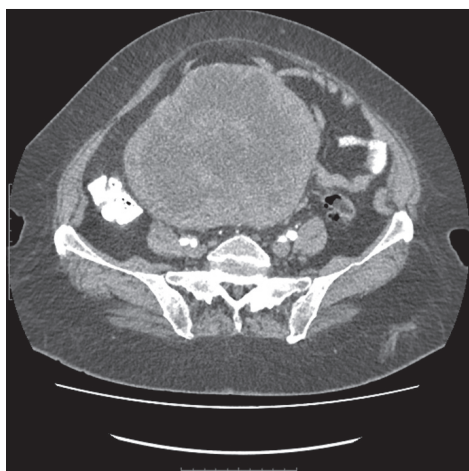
КТ органов брюшной полости. Новообразование больших размеров, исходящее из забрюшинного пространства
